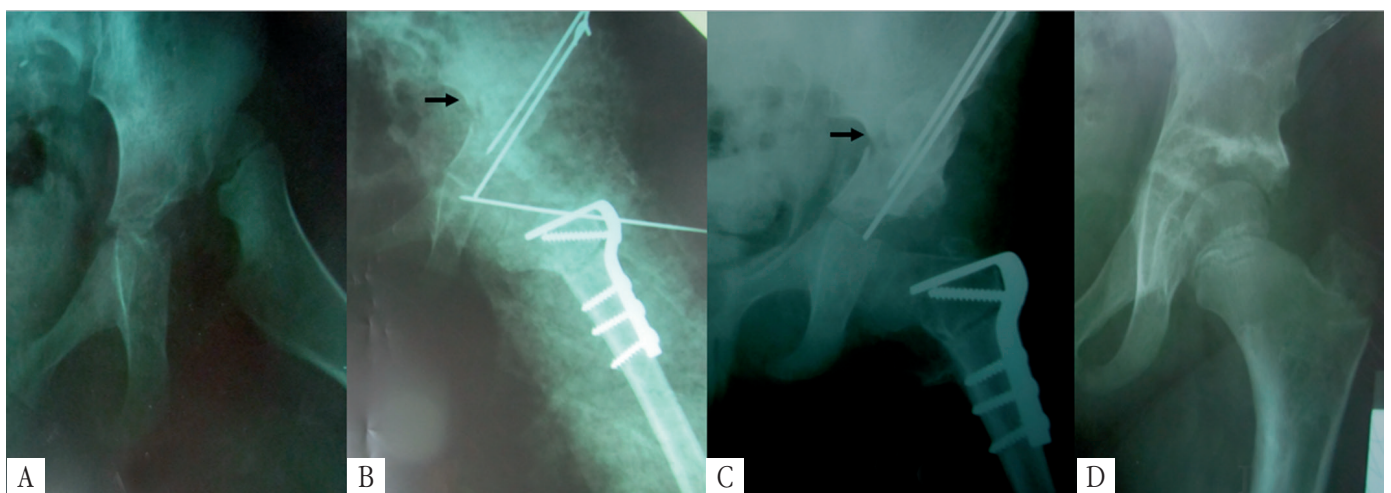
Рентгенографія пацієнтки 2.5 років. А – до операції (наявний вивих стегна, що не вправляється за даними функціональної рентгенограми); В – на наступний після операції типу ПК (стрілка вказує на гострий кут проксимального фрагмента клубової кістки); С – через 1.5 роки після оперативного втручання перед вилученням металофіксаторів; D – через 3 роки після проведеного оперативного втручання відмінний рентгенологічний результат.
